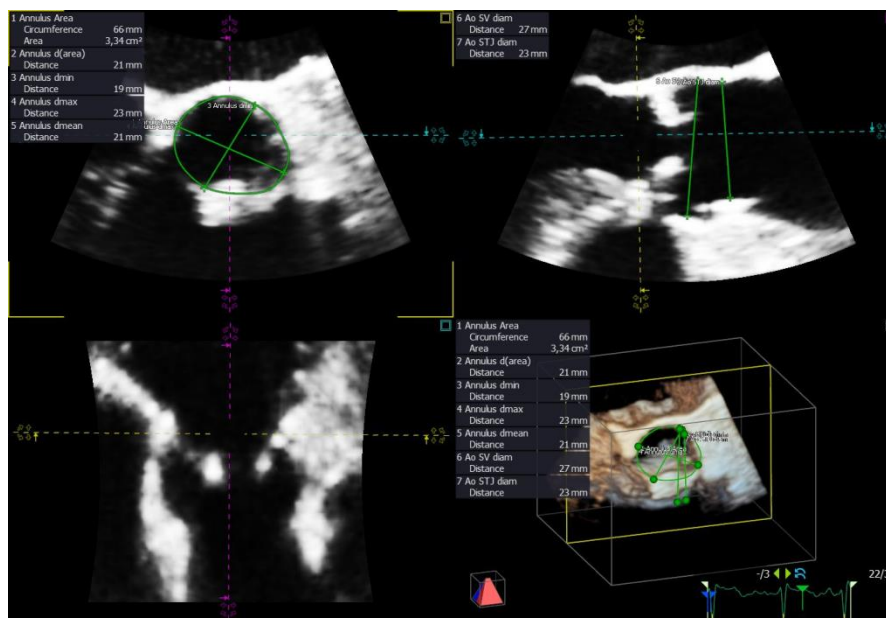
Echokardiographische Messung des Aortenannulus (3D-TEE) (Quelle: UKJ, Kardiologie)
